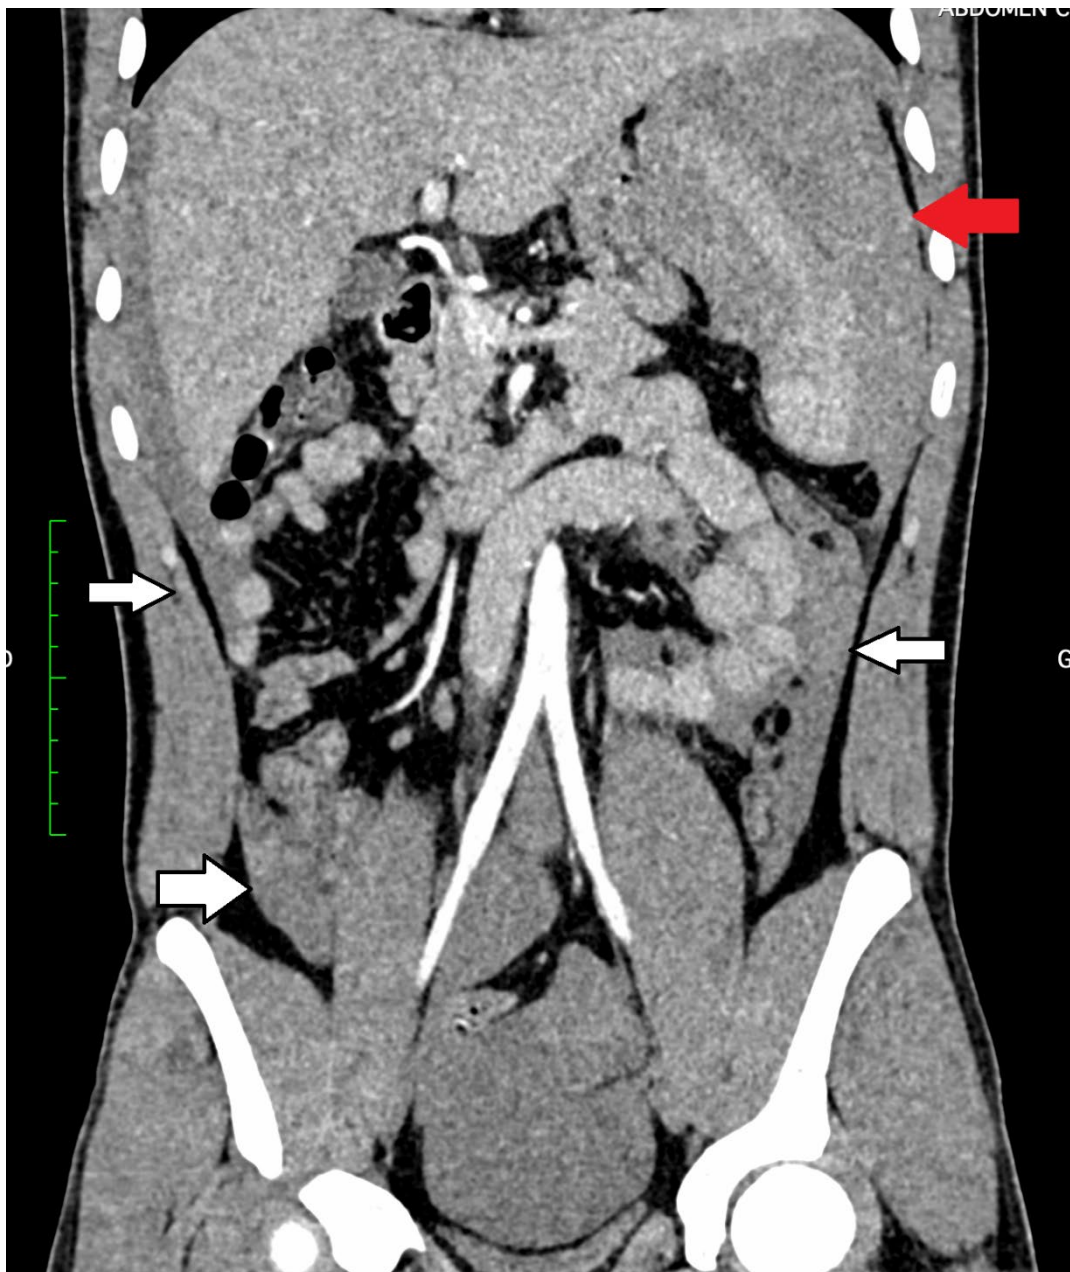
Reconstruction coronale d'une TDM abdominopelvienne montrant la localisation préférentielle de l'hémopéritoine au niveau des gouttières pariéto-coliques (flèches blanches) secondaire à une rupture de la rate (flèche rouge)
